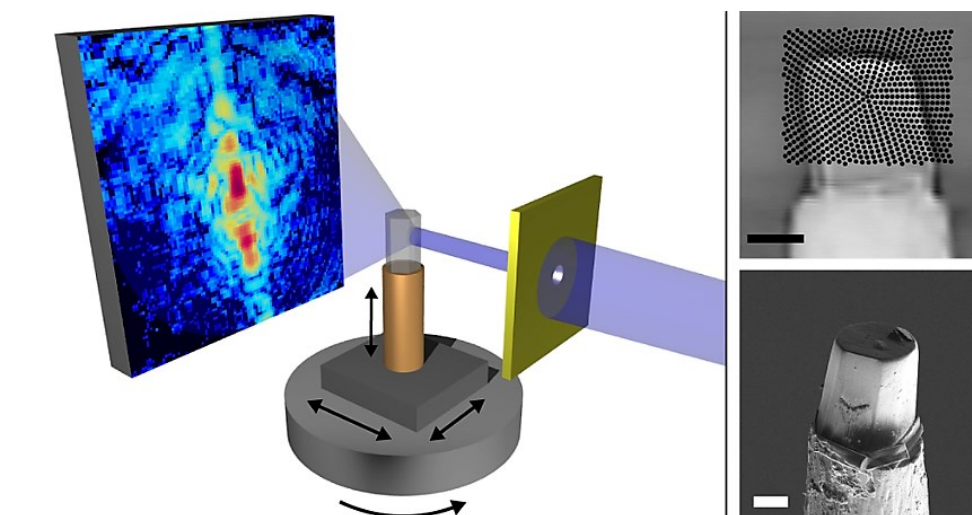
Representação do funcionamento de uma nano-CT (<https://www.psi.ch/media/high-resolution-method-for-computed-nano-tomography-developed>)
